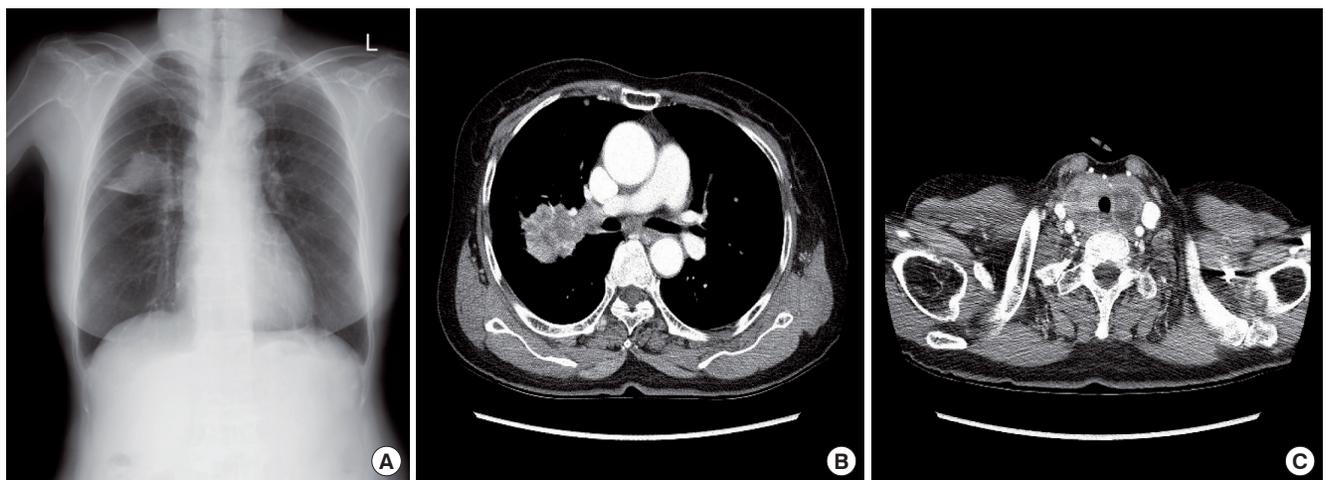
Simple chest X-ray and CT scan findings. A. Simple radiography of the chest showed well defined mass lesion in right upper lung field and calcified nodular lesion in left lung, apex field. B. Chest CT scan showed 4.2 \times 3.7 cm sized mass in right upper lobe posterior segment, and emphysema in both lungs field. C. Heterogeneous enlargement of thyroid and enlarged lymph nodes in right level III, left level III and right IV, right supraclavicular, right upper and lower paratracheal, right interlobar and left lower lobar nodal stations were found.
